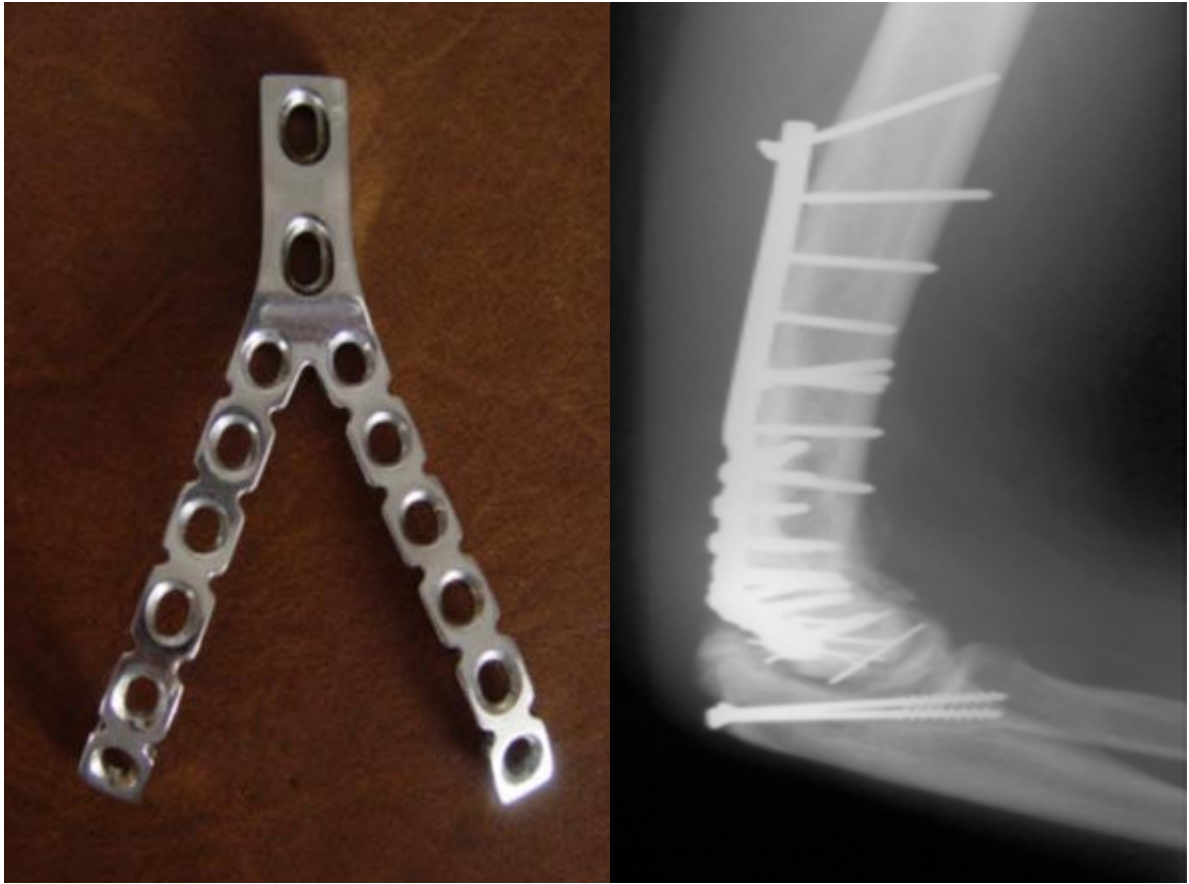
Image radiographique vissage 4.5 mm
